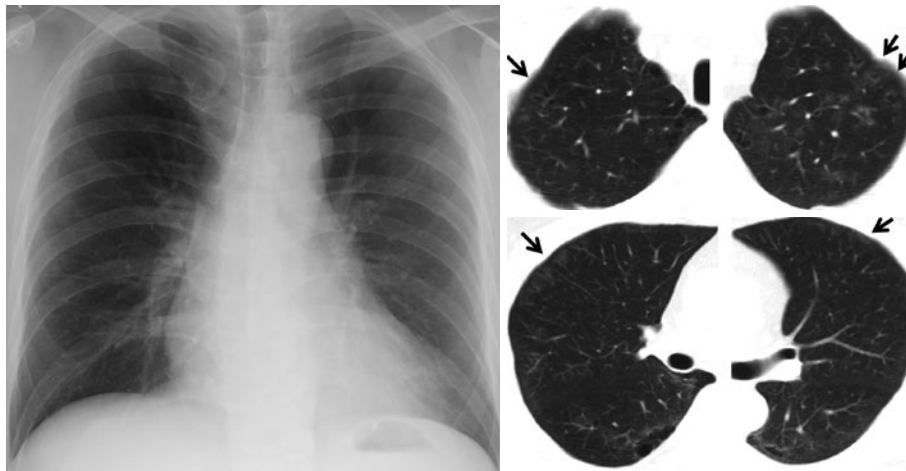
胸部単純 X 線写真. 肺野に明らかな異常影を指摘できなかった. 胸部 CT で気腫性変化を認め, 両側末梢側上葉優位に淡いすりガラス陰影 (矢印) を多数認めた.
